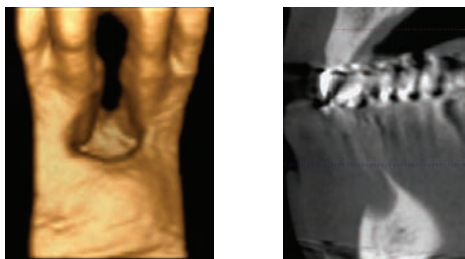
À gauche : projection CBCT sagittale au niveau du site 41. À droite : projection en 3D de la perte osseuse au niveau du site 41. Une procédure de reconstruction osseuse avec le matériau Activioss avec mise en place simultanée d'un implant a été planifiée.
